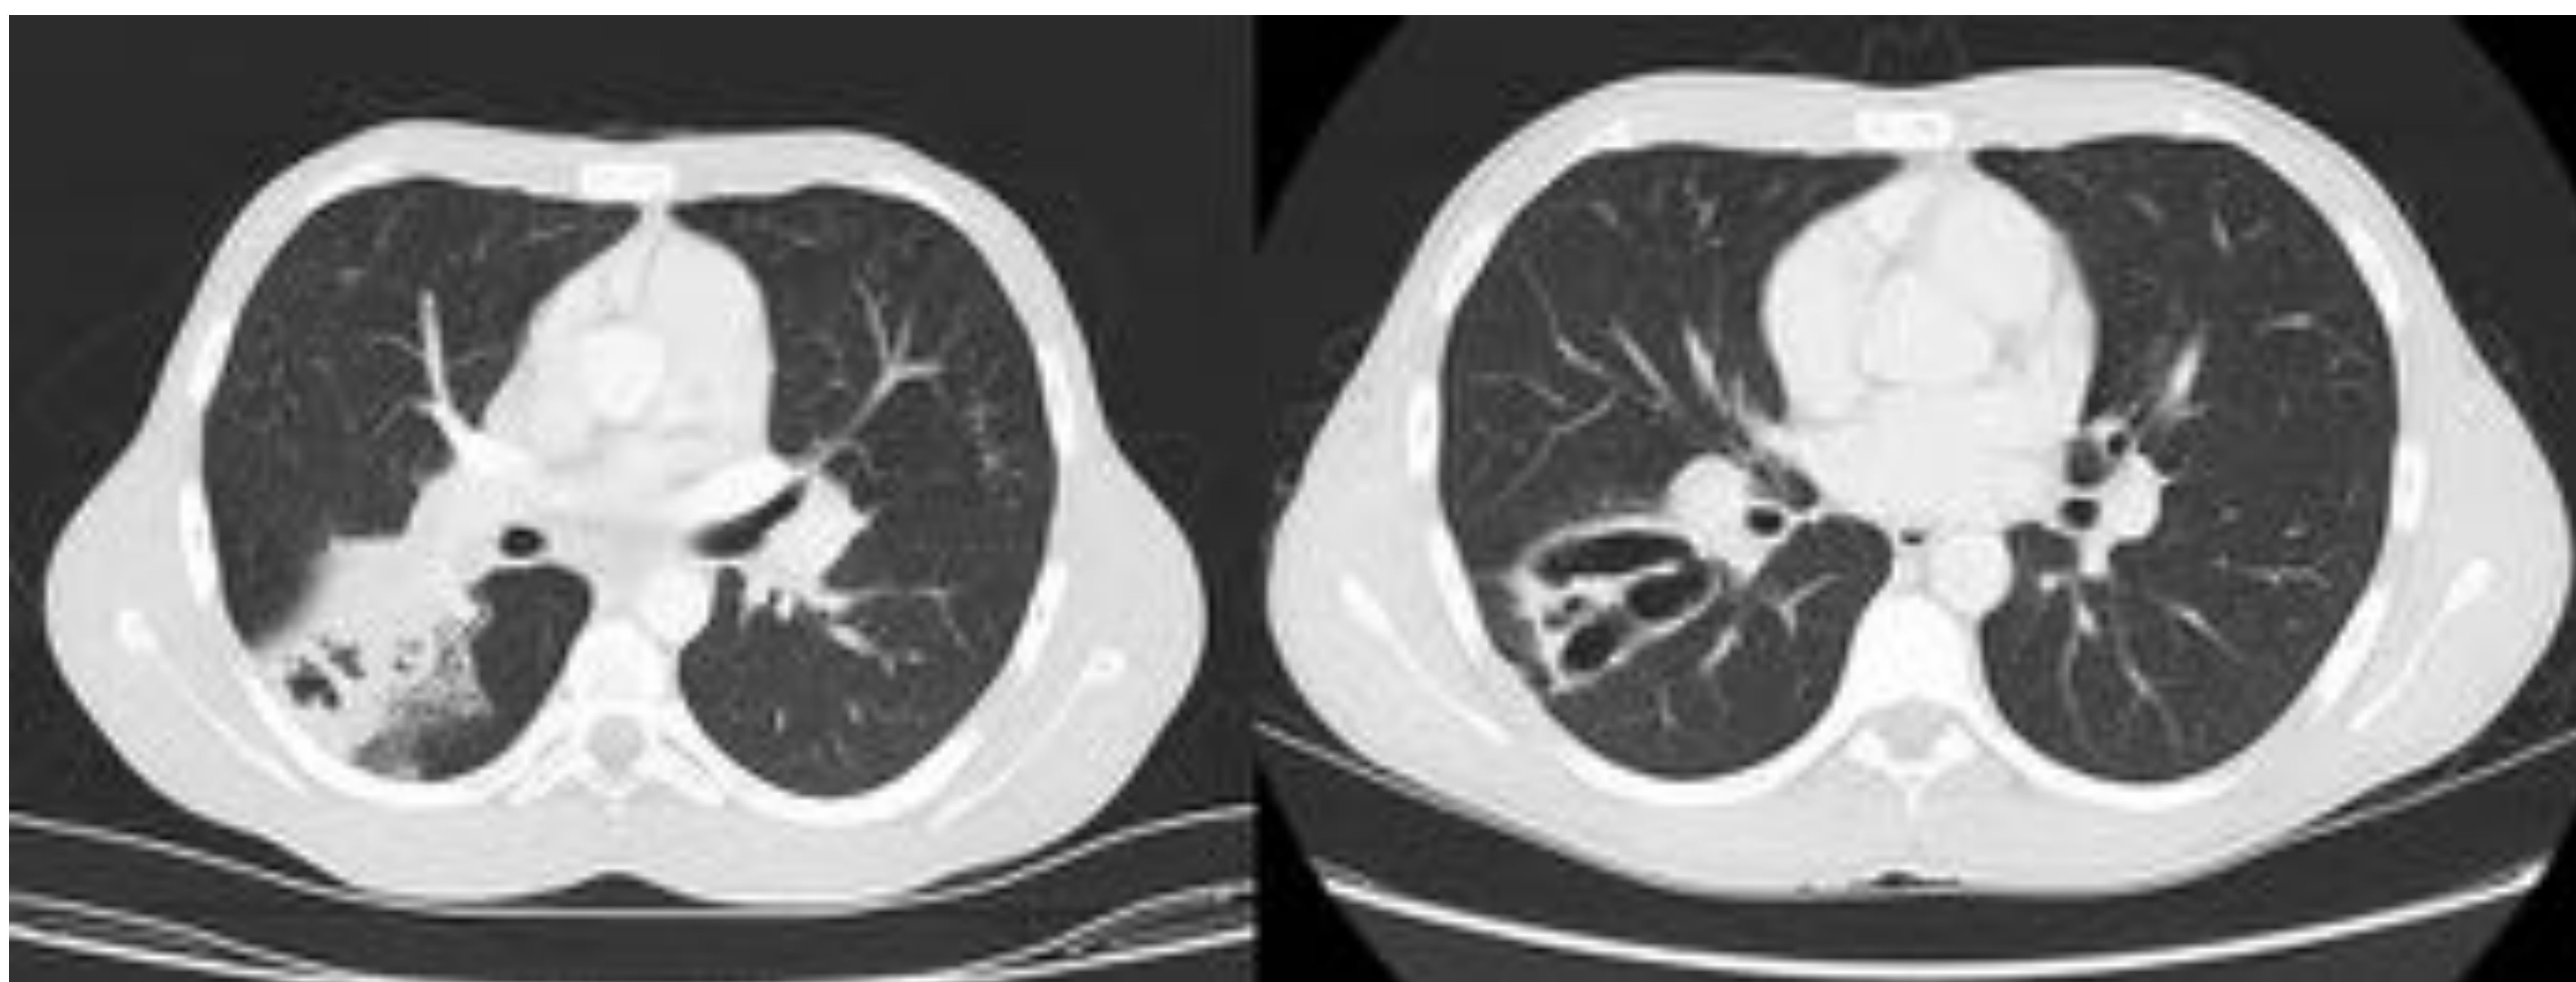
En la figura de la izquierda se visualiza en LID adyacente a la cisura mayor una extensa consolidación con broncograma aéreo y múltiples imágenes aéreas en su interior en relación con neumonía cavitada asociada a fase aguda de ABPA. La afectación lobar le concede 2 puntos en la escala de Bhalla. En un TC de control a los 3 meses se observa la resolución de la condensación en forma de grandes bronquiectasias quísticas “en dedos de guante”.
